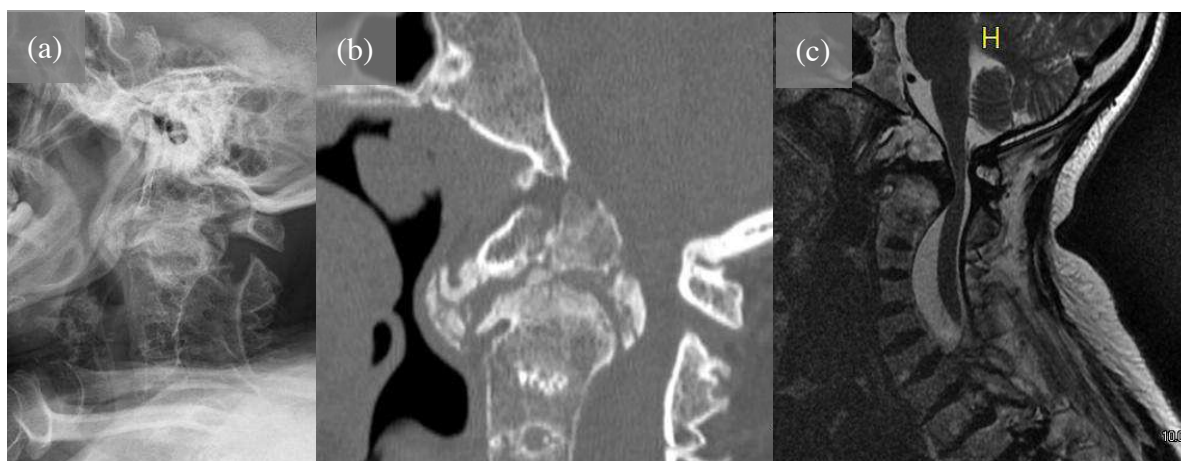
Osso odontoide em paciente com 36 anos de idade, displasia metatrópica e lesão da medula espinhal no plano do forame magno e dos corpos vertebrais de C1 e C2: radiografia (a), tomografia computadorizada (b) e ressonância magnética (c). Arquivo pessoal do autor.
